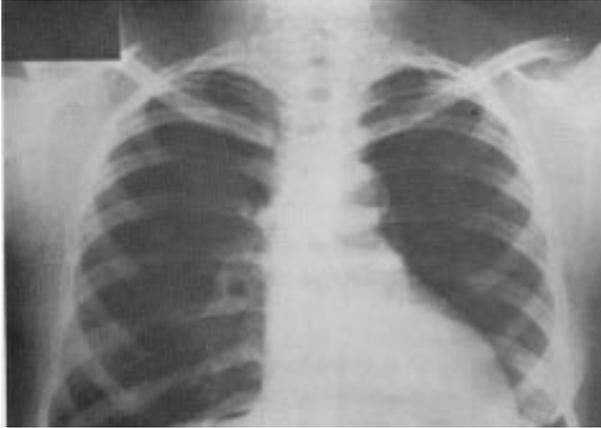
Radiografia de tórax: estrutura arredondada e calcificada na borda esquerda do coração
